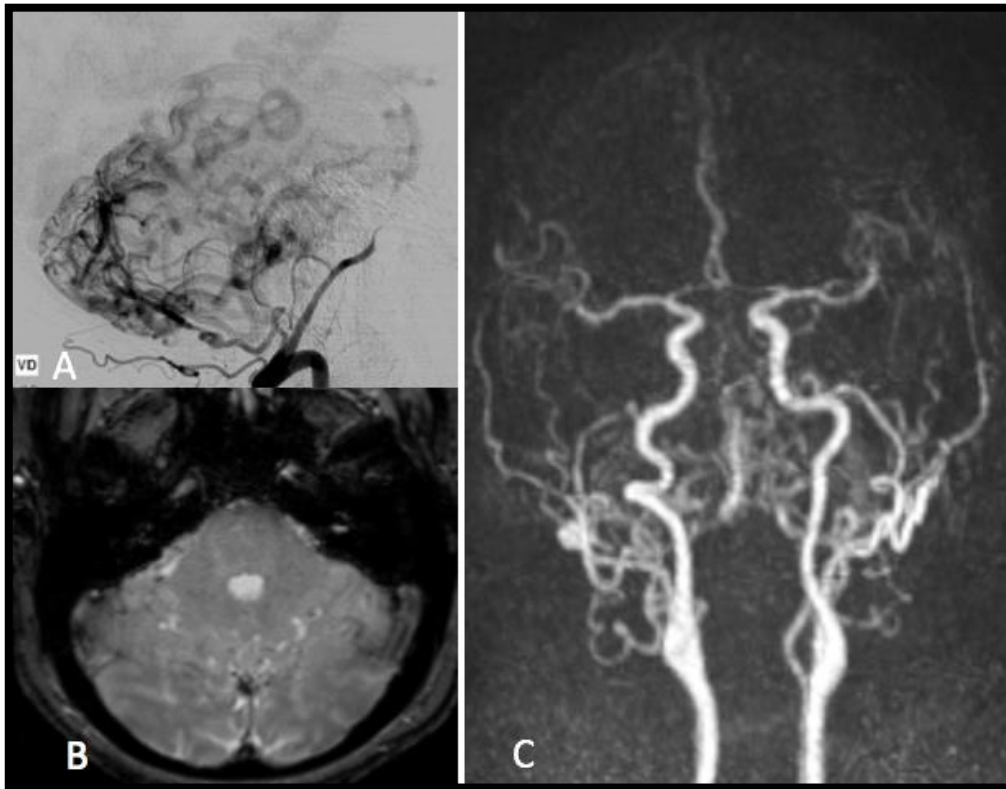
ANGIOGRAPHIE ET IRM METTANT EN EVIDENCE SIGNES DIRECTS ET INDIRECTS DE D'UNE DAVF TENTORIALE DROITE TYPE IV, ALIMENTEE PAR LA BRANCHE MENINGEE DE L'AV, LES TRANSOSSEUSES DE L'AO, LA BRANCHE RECURRENTE DE L'ILT. (REMERCIEMENTS AU PR MOUNAYER) A- ARTERIOGRAPHIE DE PROFIL VIA L'AV DROITE : VISUALISATION PRECOCE DES VEINES CEREBELLEUSES DILATEES B- SEQUENCE SWI : HYPERSIGNAUX TRADUISANT LE DRAINAGE VEINEUX RETROGRADE C : ANGIOIRM DYNAMIQUE : VISUALISATION DE STRUCTURES VEINEUSES AU TEMPS ARTERIEL
